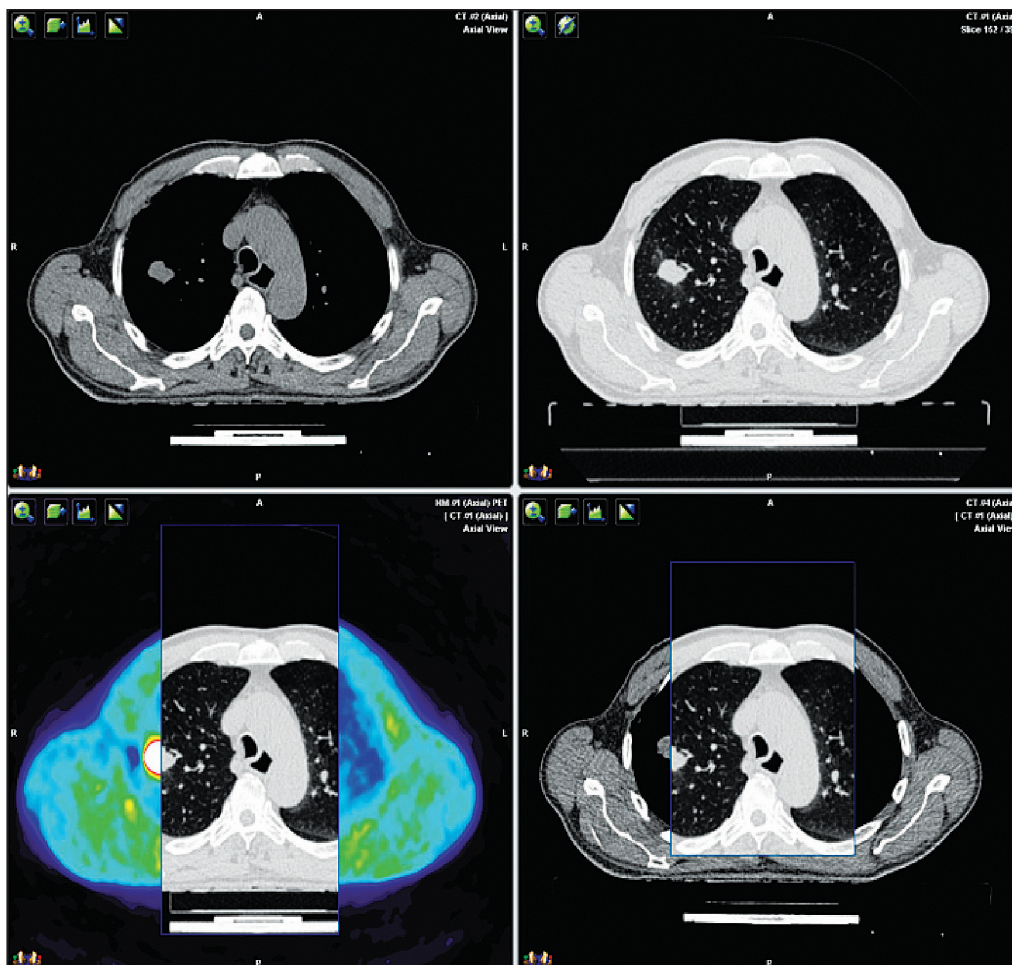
ПЕТ/КТ з ^{18}F -ФДГ. Візуалізується вогнище в лівій легені
